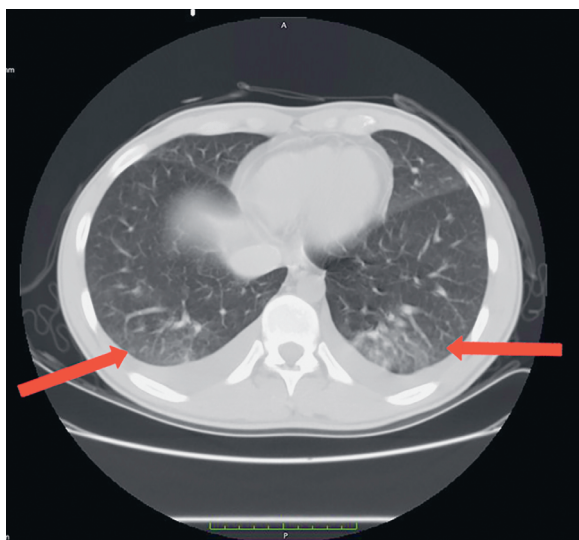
Компьютерная томография органов грудной клетки от 06.09. Стрелки указывают на изменения в легких
